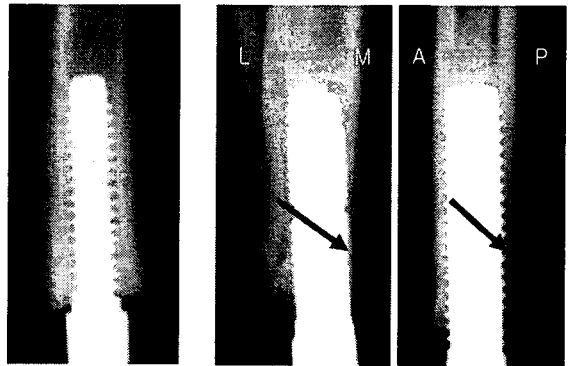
X-ray images at initial state (left) and 20 weeks state (right)
